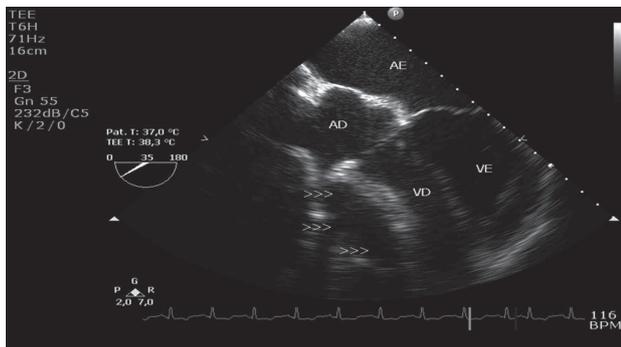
Imagem ao ecocardiograma transesofágico demonstrando compressão extrínseca das câmaras direitas, com desvio do septo interventricular para a esquerda em decorrência do cisto pericárdico (setas). AD: átrio direito; VD: ventrículo direito; AE: átrio esquerdo; VE: ventrículo esquerdo
